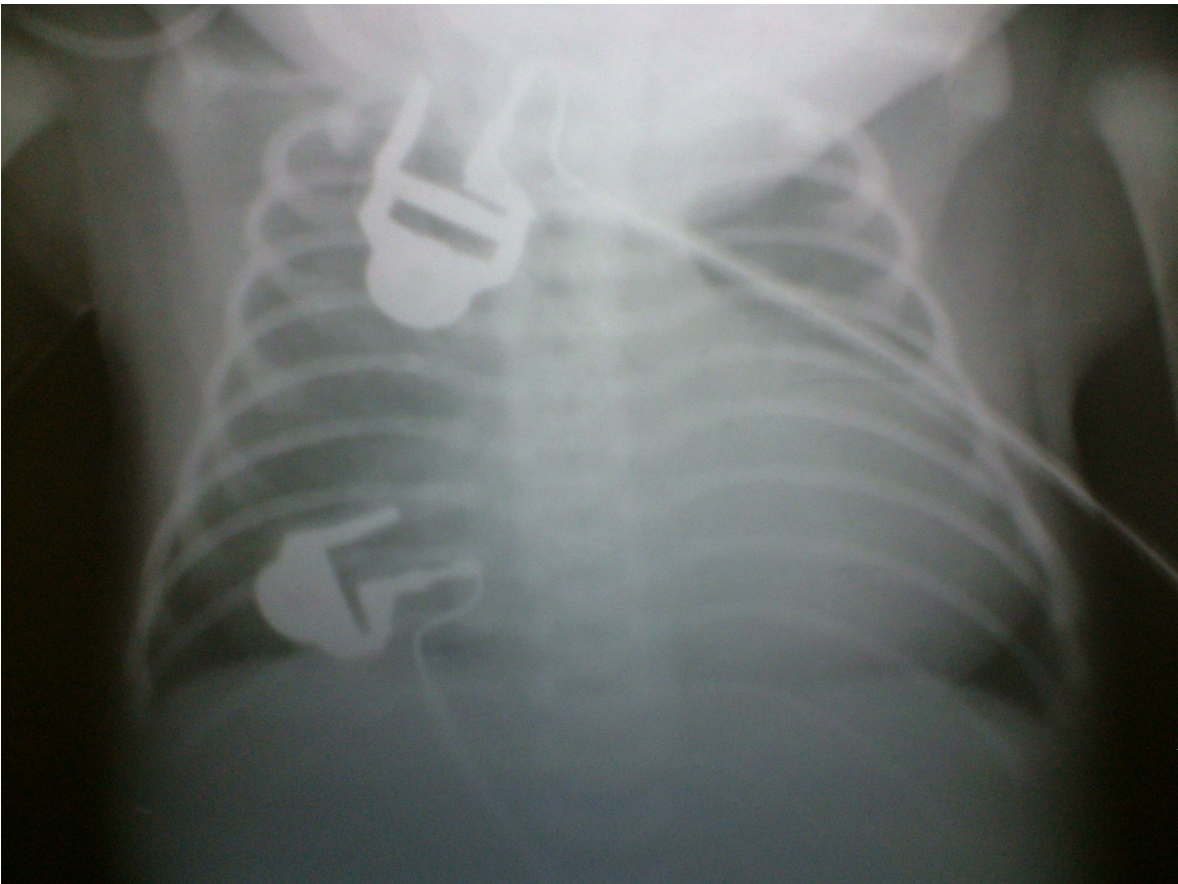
radiografía de tórax al nacimiento, nótese la cardiomegalia importante
